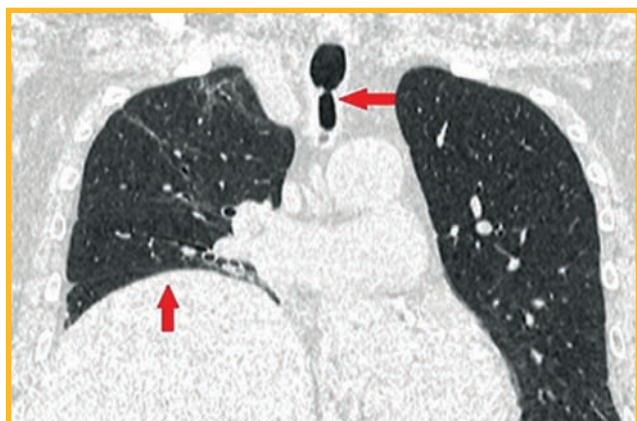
Компьютерная томограмма органов грудной клетки пациентки Ш. 64 лет. Стрелками обозначены релаксация правого купола диафрагмы и стеноз верхнегрудного отдела трахеи
